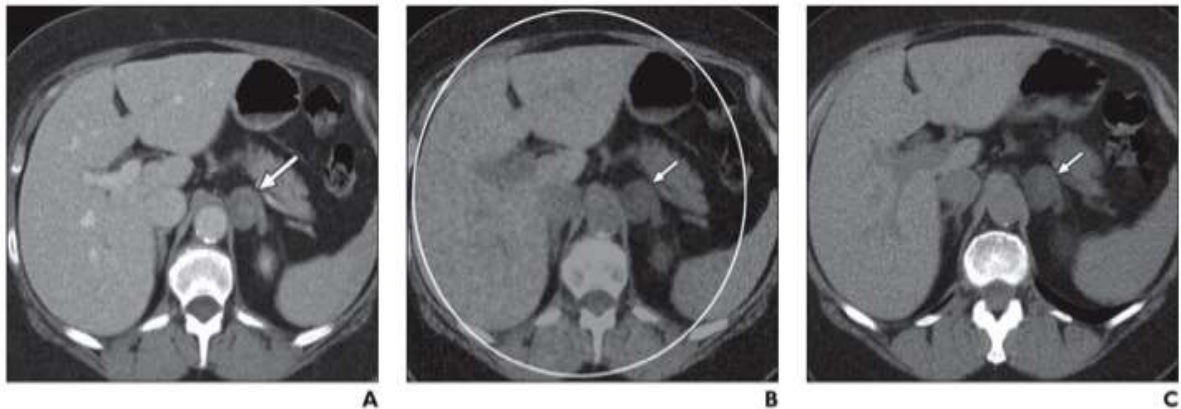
A. Imagen TC con contraste de una lesión suprarenal incidental en un paciente con neoplasia de vejiga que muestra un valor de 50 UH. B. En la imagen sin contraste intravenoso generada virtualmente, la lesión muestra una densidad de 3,8 UH. C. Imagen TC sin contraste real en la que la densidad real de la lesión es -1,7 UH. Estas pequeñas diferencias densitométricas se han observado en las diferentes series y suelen ser de 5-9 UH (tomado de Conolly et al. (35)).
